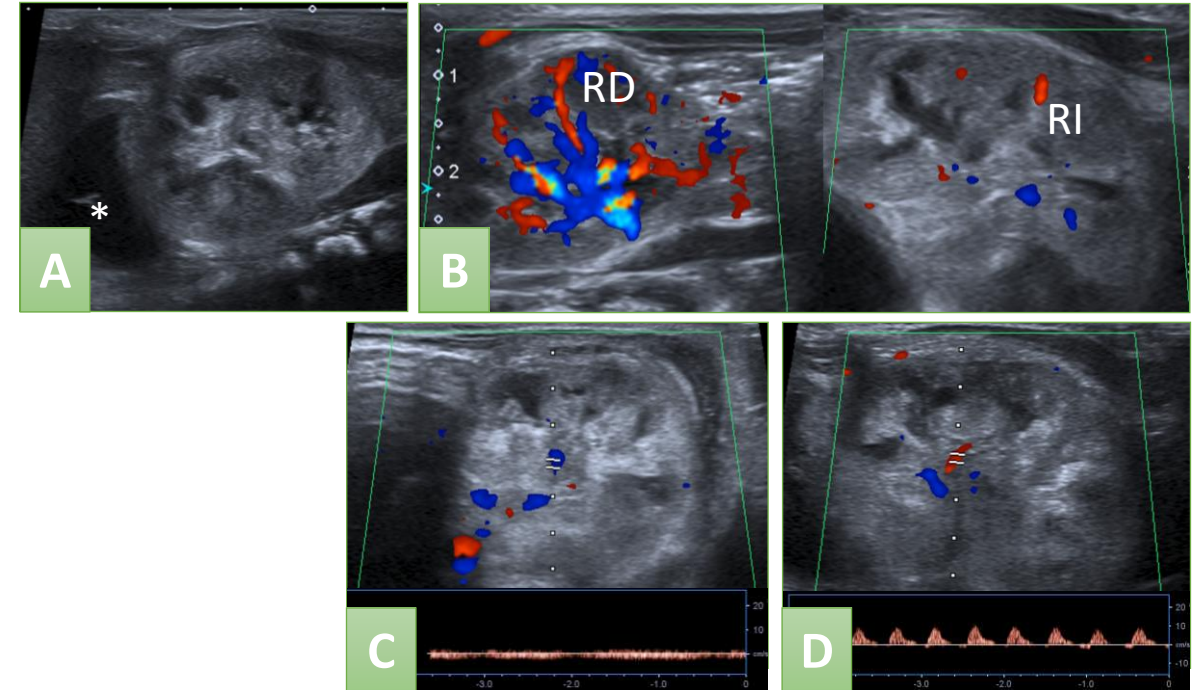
Trombosis de la vena renal. A) Riñón izquierdo globuloso y hemorragia suprarrenal (*). B) Comparación con doppler color del riñón derecho (RD) e izquierdo (RI), éste con clara hipovascularización. C) Flujo venoso disminuido. D) Flujo arterial con inversión diastólica.
